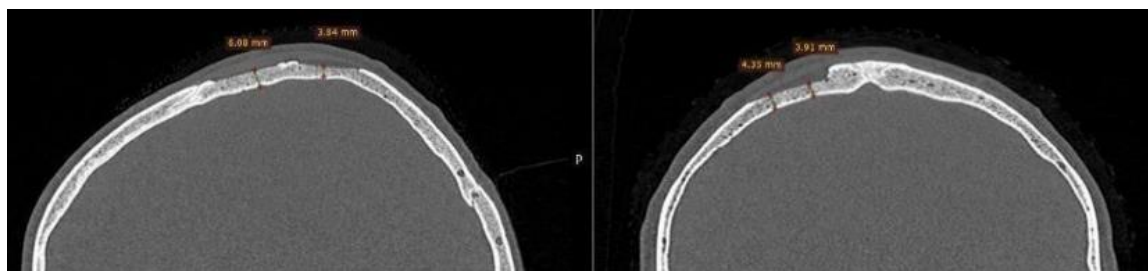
Рентгенологическая картина костной ткани в донорской зоне сразу после операции (сагиттальный и фронтальный срезы)
